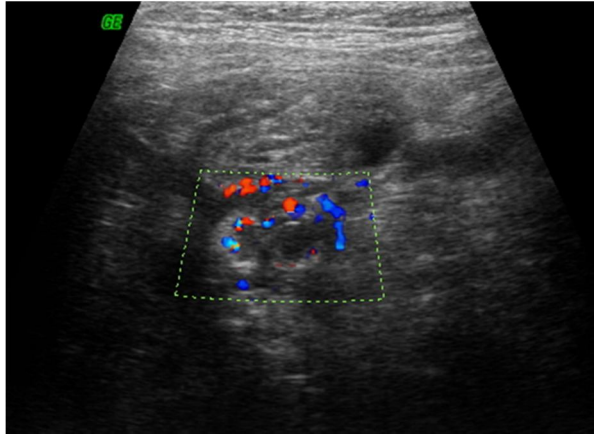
Appendicite non compliquée au doppler couleur
